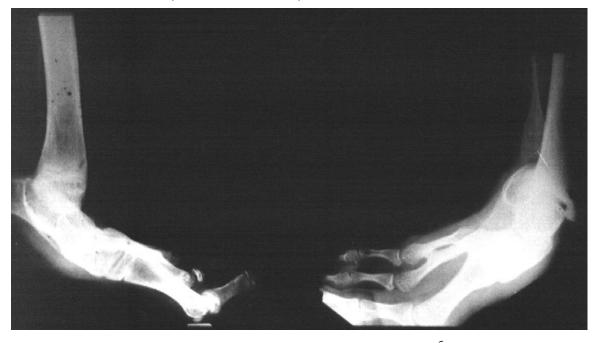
Рентгенограмма больного Ш. 16 лет в прямой (а) и боковой проекциях (б). Пояснения в тексте
